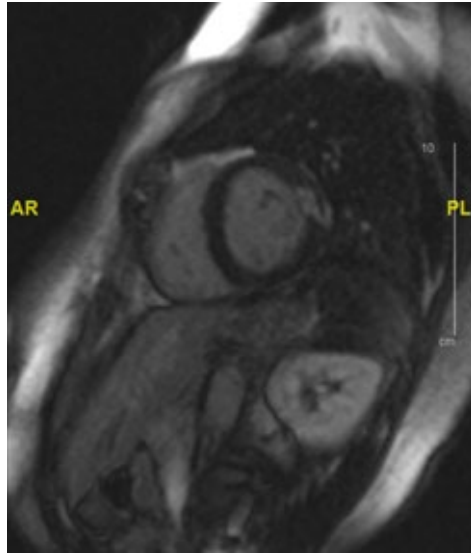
Resonancia Magnética Cardíaca, que evidencia una necrosis transmural en 2 segmentos dependientes de la arteria circunfleja
